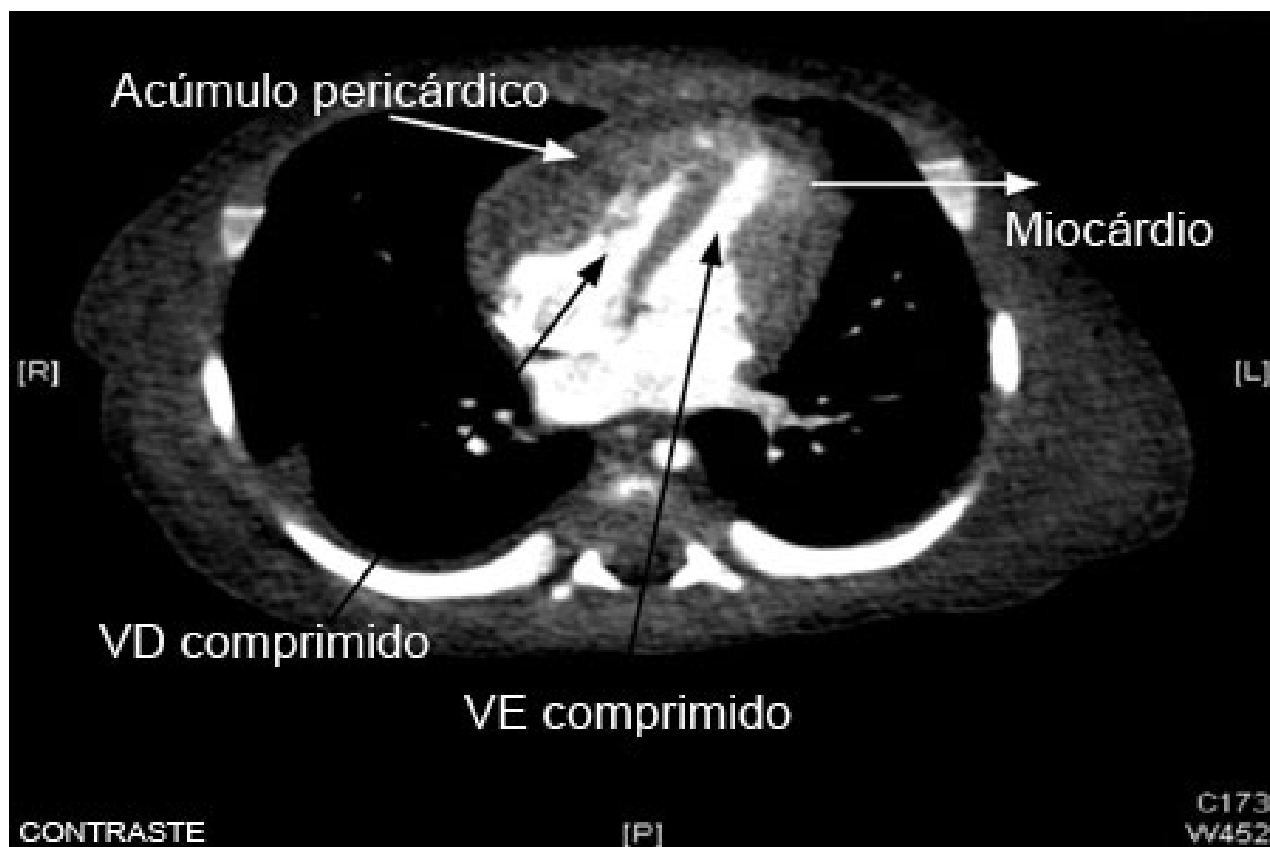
Tomografia computadorizada (TC) do tórax em um bebê com pericardite purulenta, mostrando uma coleção pericárdica com compressão dos ventrículos esquerdo (VE) e direito (VD)
